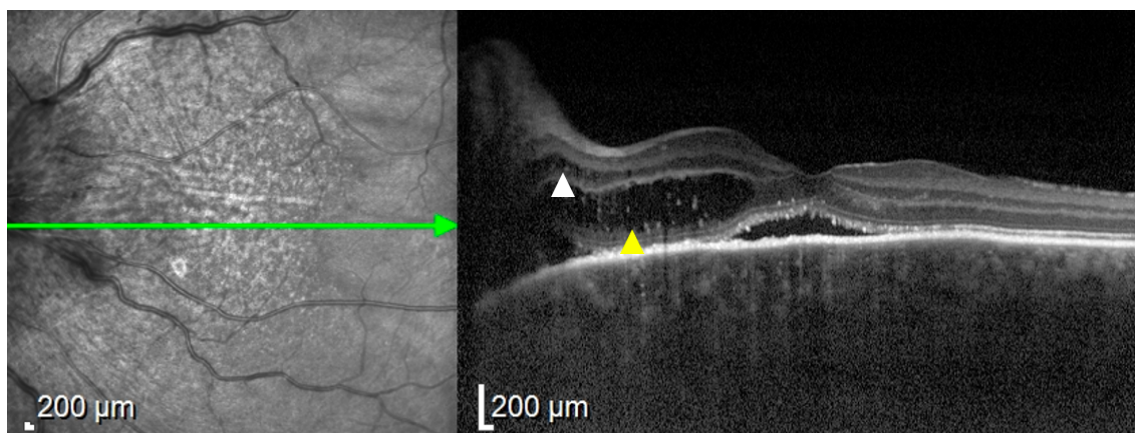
(A) Tomografia de coerência óptica *time domain* (TD-OCT), *single scan* horizontal centrado na fóvea, de um paciente na fase aguda da doença de Vogt-Koyanagi-Harada (DVKH) publicada por Yamaguchi e colaboradores, em 2007, que mostra os septos sub-retinianos (seta amarela) e, segundo os autores, os septos seriam compostos por fibrina (pontos hiper-refletivos; seta vermelha), que desaparecem após tratamento com corticosteroide em altas doses. (B) Tomografia de coerência óptica *swept-source* (SS-OCT) publicado por Agarwal e colaboradores, em 2020, exemplificando a separação dos fotorreceptores, denominada de “descolamento bacilar” em um paciente na fase aguda da DVKH. Nota-se que o conceito morfológico na avaliação de imagens semelhantes mudou, em decorrência da melhor definição das estruturas retinianas na OCT.
